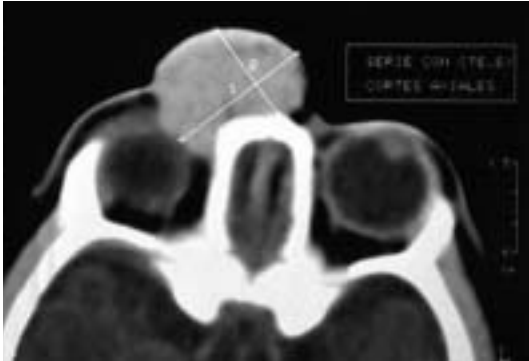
TAC con contraste: masa polilobulada hiperdensa preseptal que comprime globo ocular y deforma el párpado.
